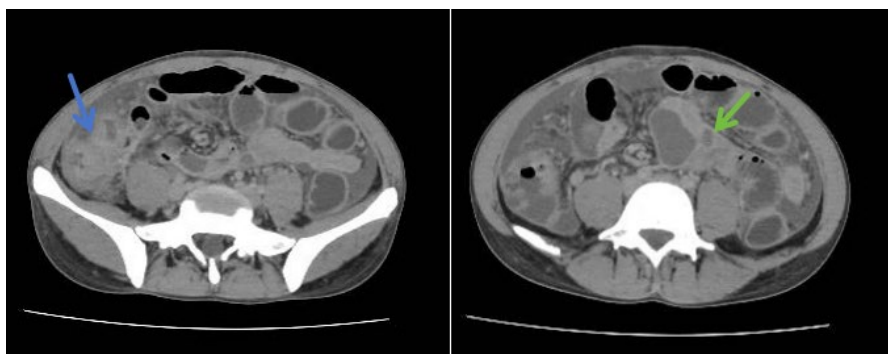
Contrast-enhanced CT findings of the whole abdomen
